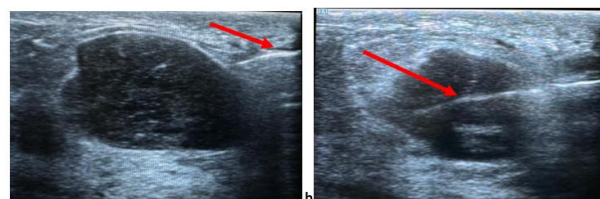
a : introduction de l'aiguille coaxiale avec progression de l'aiguille sous contrôle échographique, b : biopsie de la masse avec présence de l'aiguille au sein de celle-ci.
